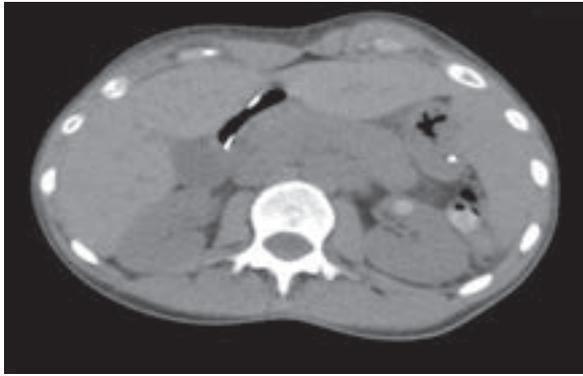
TC Abdomen con contraste. Ambos riñones con tamaño y forma normal. Quiste Hemorrágico de 7 mm en cortical anterior riñón izquierdo.
